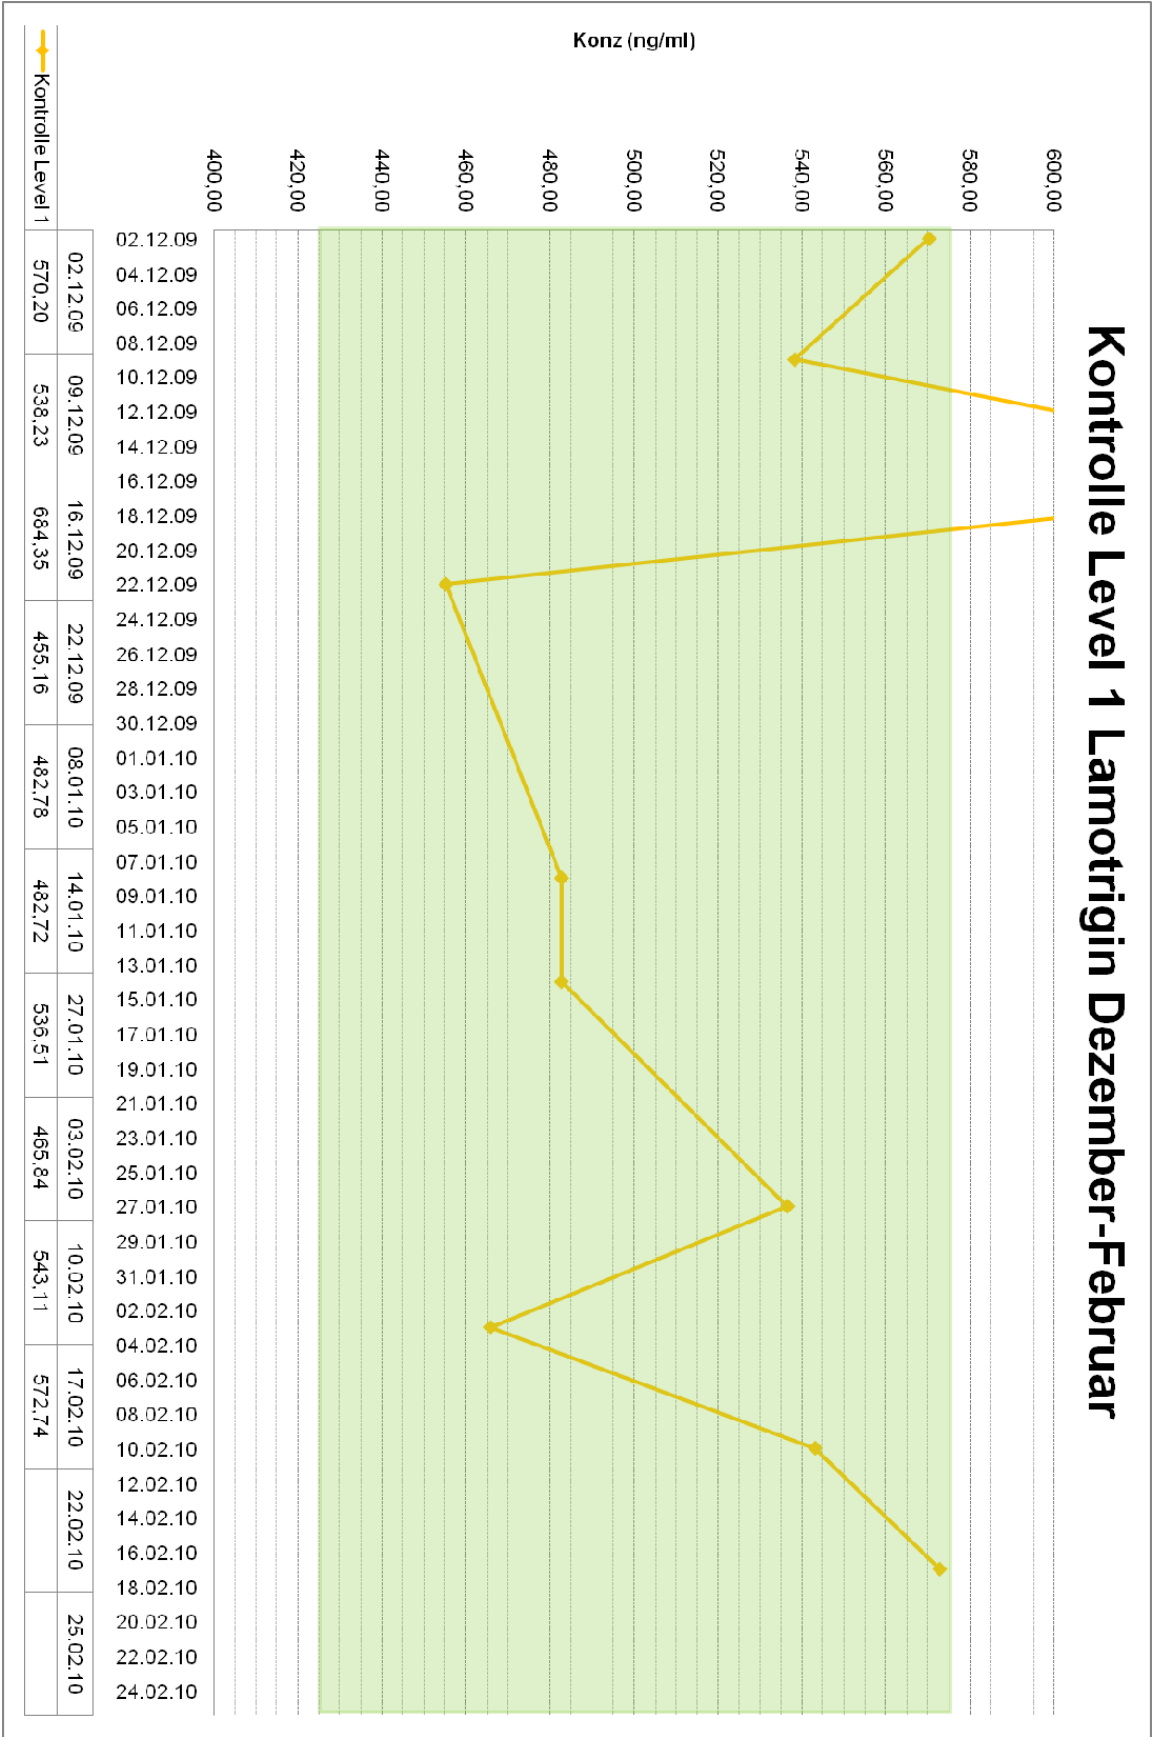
Kontrolle Level 1 Lamotrigin Dezember-Februar (TDM 1a)
